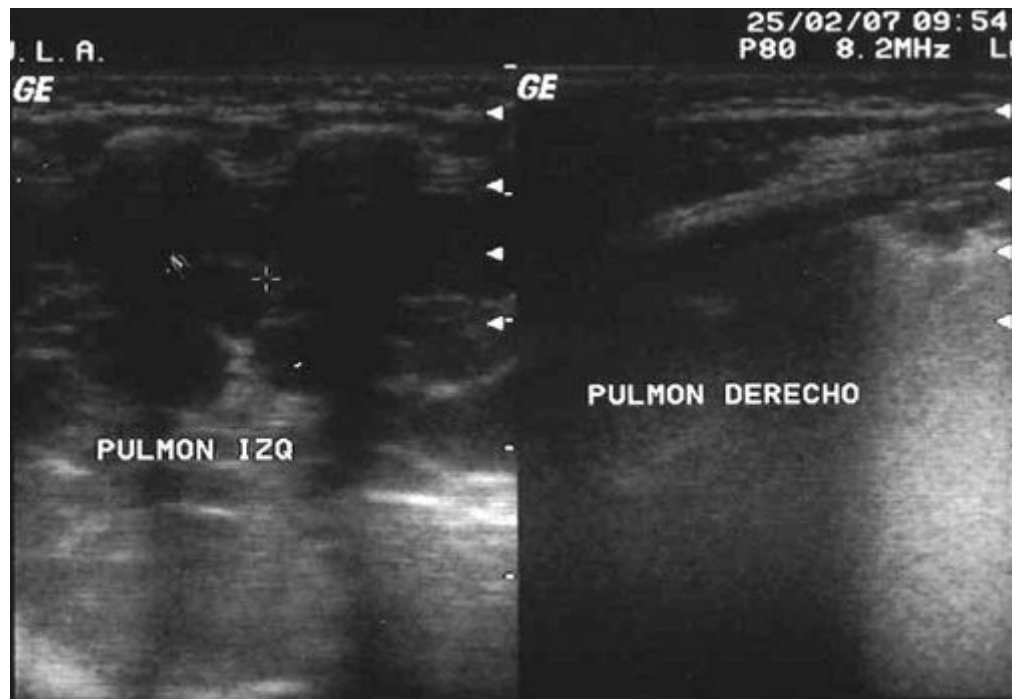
Ultrasonido torácico a los 3 meses de vida. Imágenes anecoicas múltiples con paredes delgadas que ocupan todo el lóbulo inferior del pulmón izquierdo
